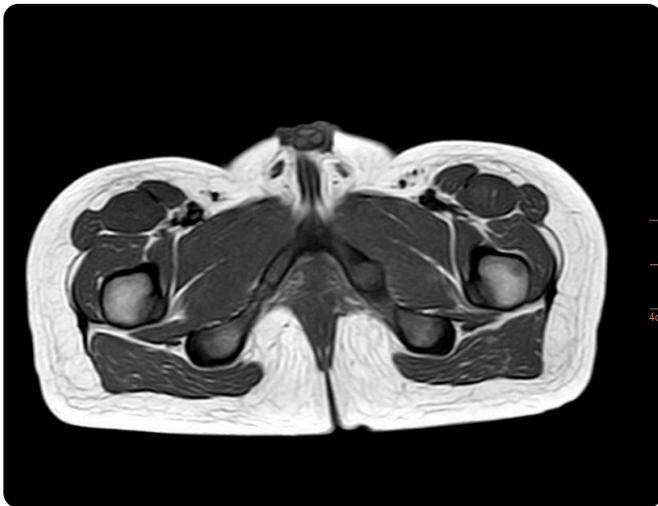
RM de pelvis, secuencia axial T1. Prominencia de la sincondrosis isquiopúbica izquierda con cortical íntegra.
